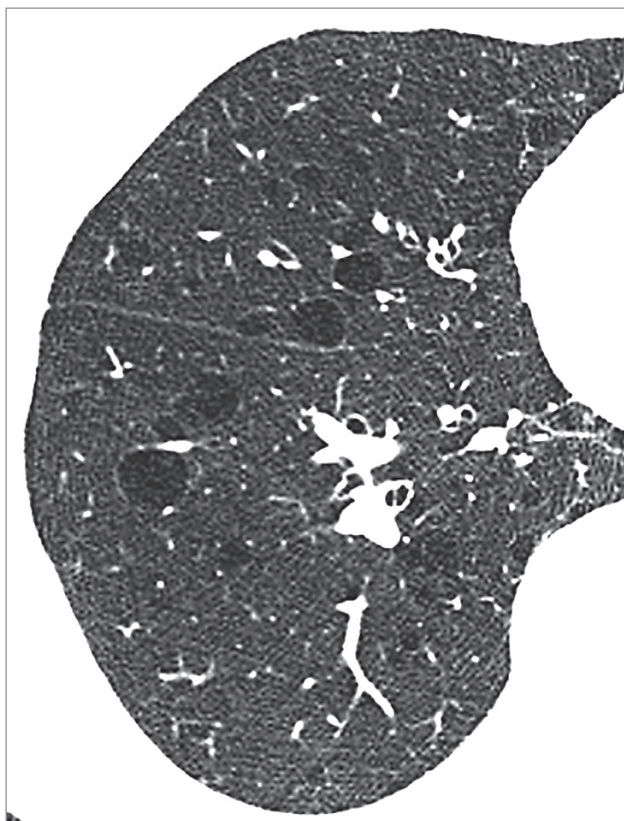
Кисты в легких при лимфоидной интерстициальной пневмонии, компьютерная томография высокого разрешения
